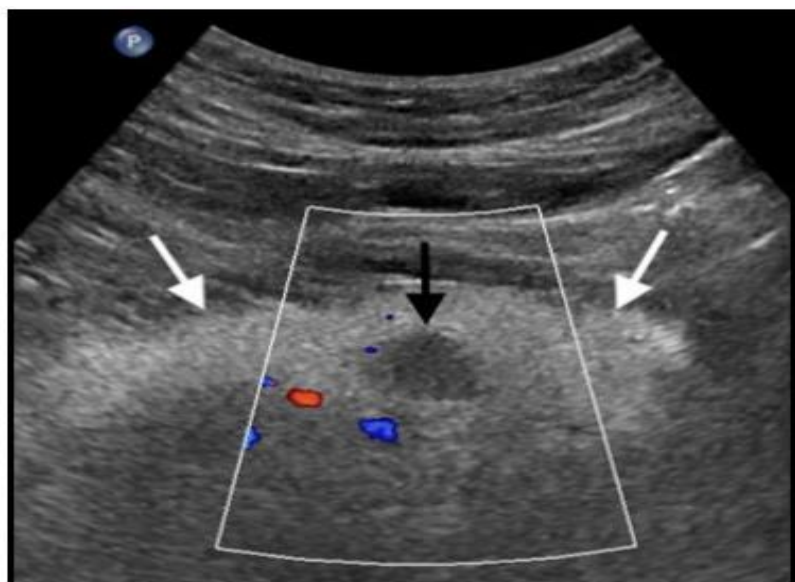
УЗИ ПЖ. Аденома поджелудочной железы
